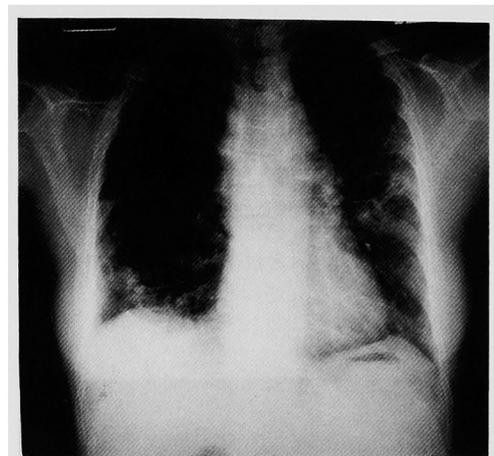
Chest roentgenogram of a case with drug-induced IP shows diffuse bilateral reticular and faint patchy shadows.
